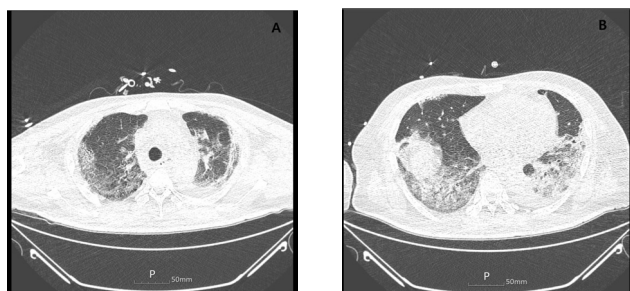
사례환자의 흉부 컴퓨터단층촬영 (A. 상엽, B. 하엽)
